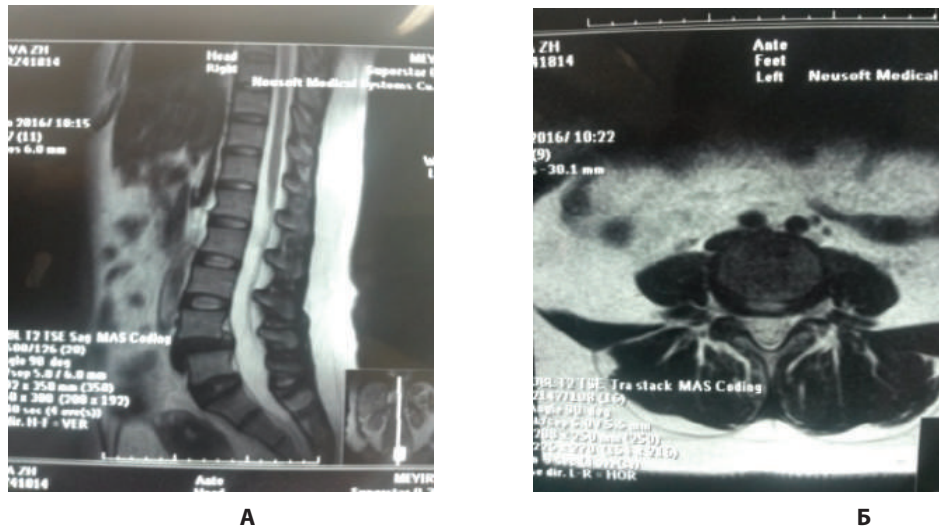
МРТ поясничного отдела позвоночника в сагитальной (А) и аксиальной (Б) проекциях. Антеролистез II ст. L4 позвонка.
